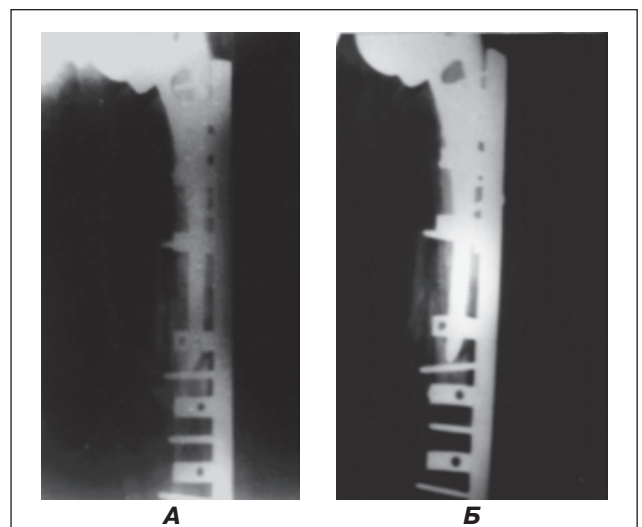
Фотовідбиток рентгенограм хворої К. А — злам СК під час ендопротезування; Б — через 6 місяців після цементно-серкляжного остеосинтезу — незрощення перелому
